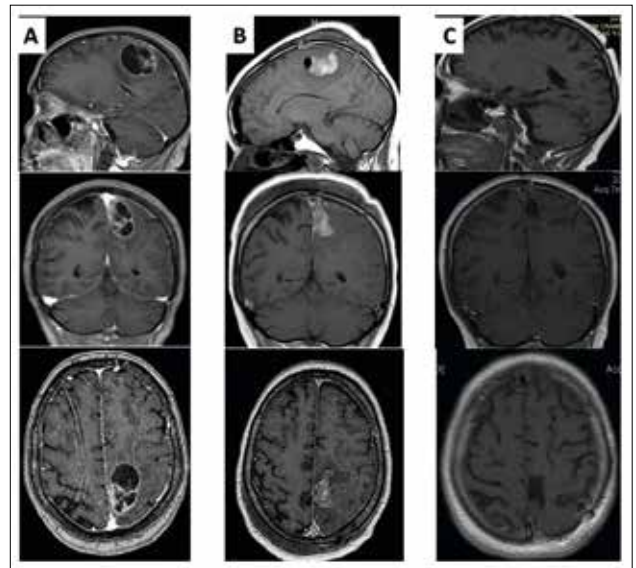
Estudios de resonancia magnética (RM) en secuencia T1 con contraste en cortes sagitales, coronales y axiales. A) RM preoperatoria. B) RM a las 48 horas de la cirugía. C) RM a los 48 meses de la cirugía
